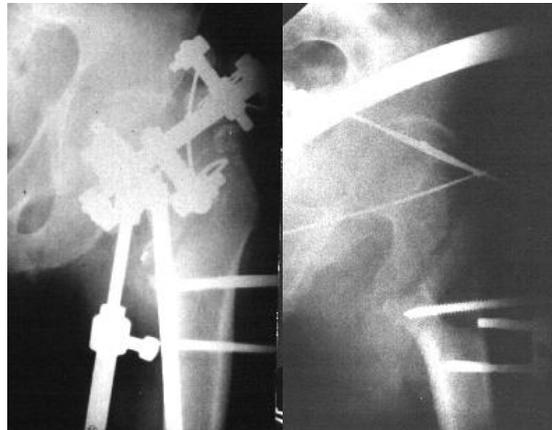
Рентгенограммы бедра больного О., 52-х лет, после окончания репозиции костных отломков.
